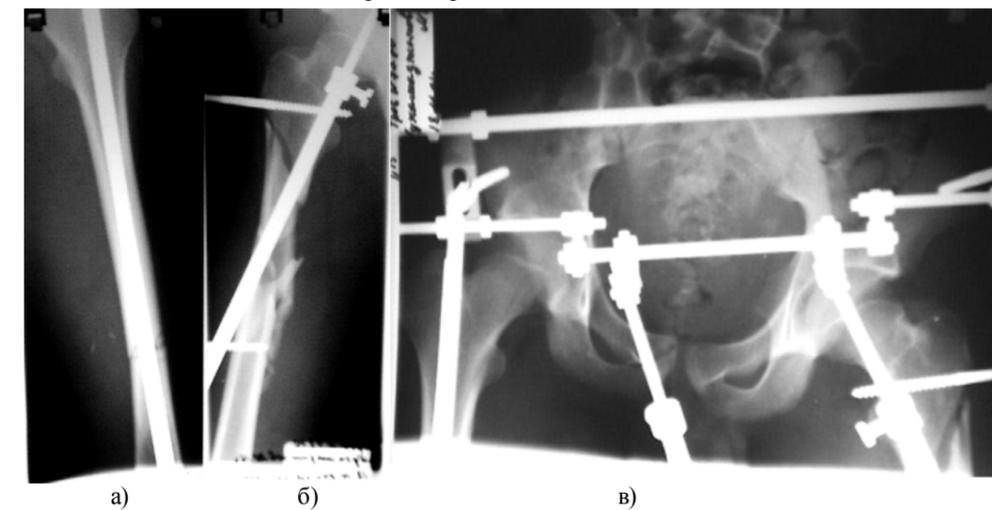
Рентгенограмма больного после операции:
